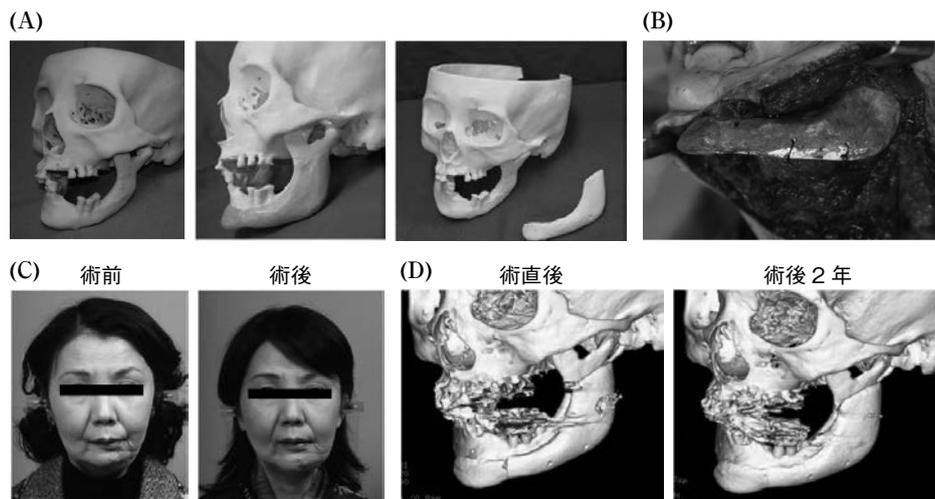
カスタムメイド型人工骨 (CT-Bone) の臨床応用 (1)
